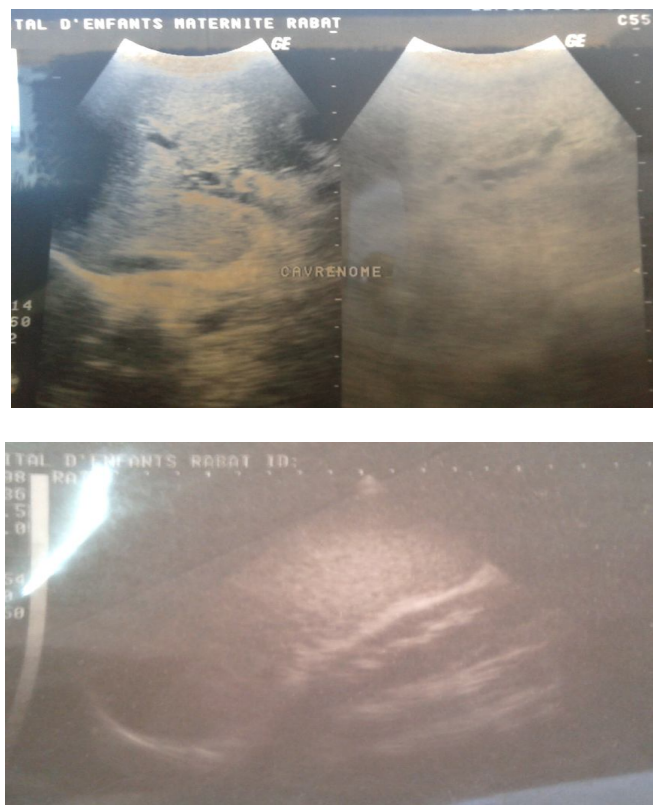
image échographique de la patiente de l'obs.n°12 montrant(en haut) une circulation collatérale péri-portale et (en bas) une SMG.
